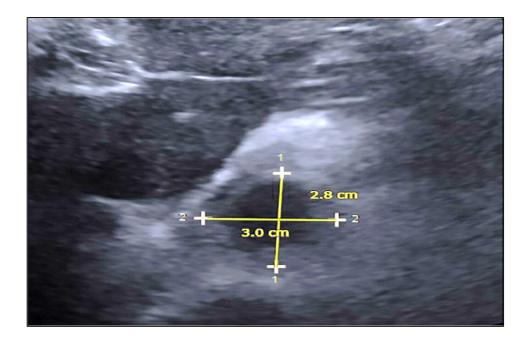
Ecografía de aneurisma aórtico abdominal. (Haque et al., 2022)
